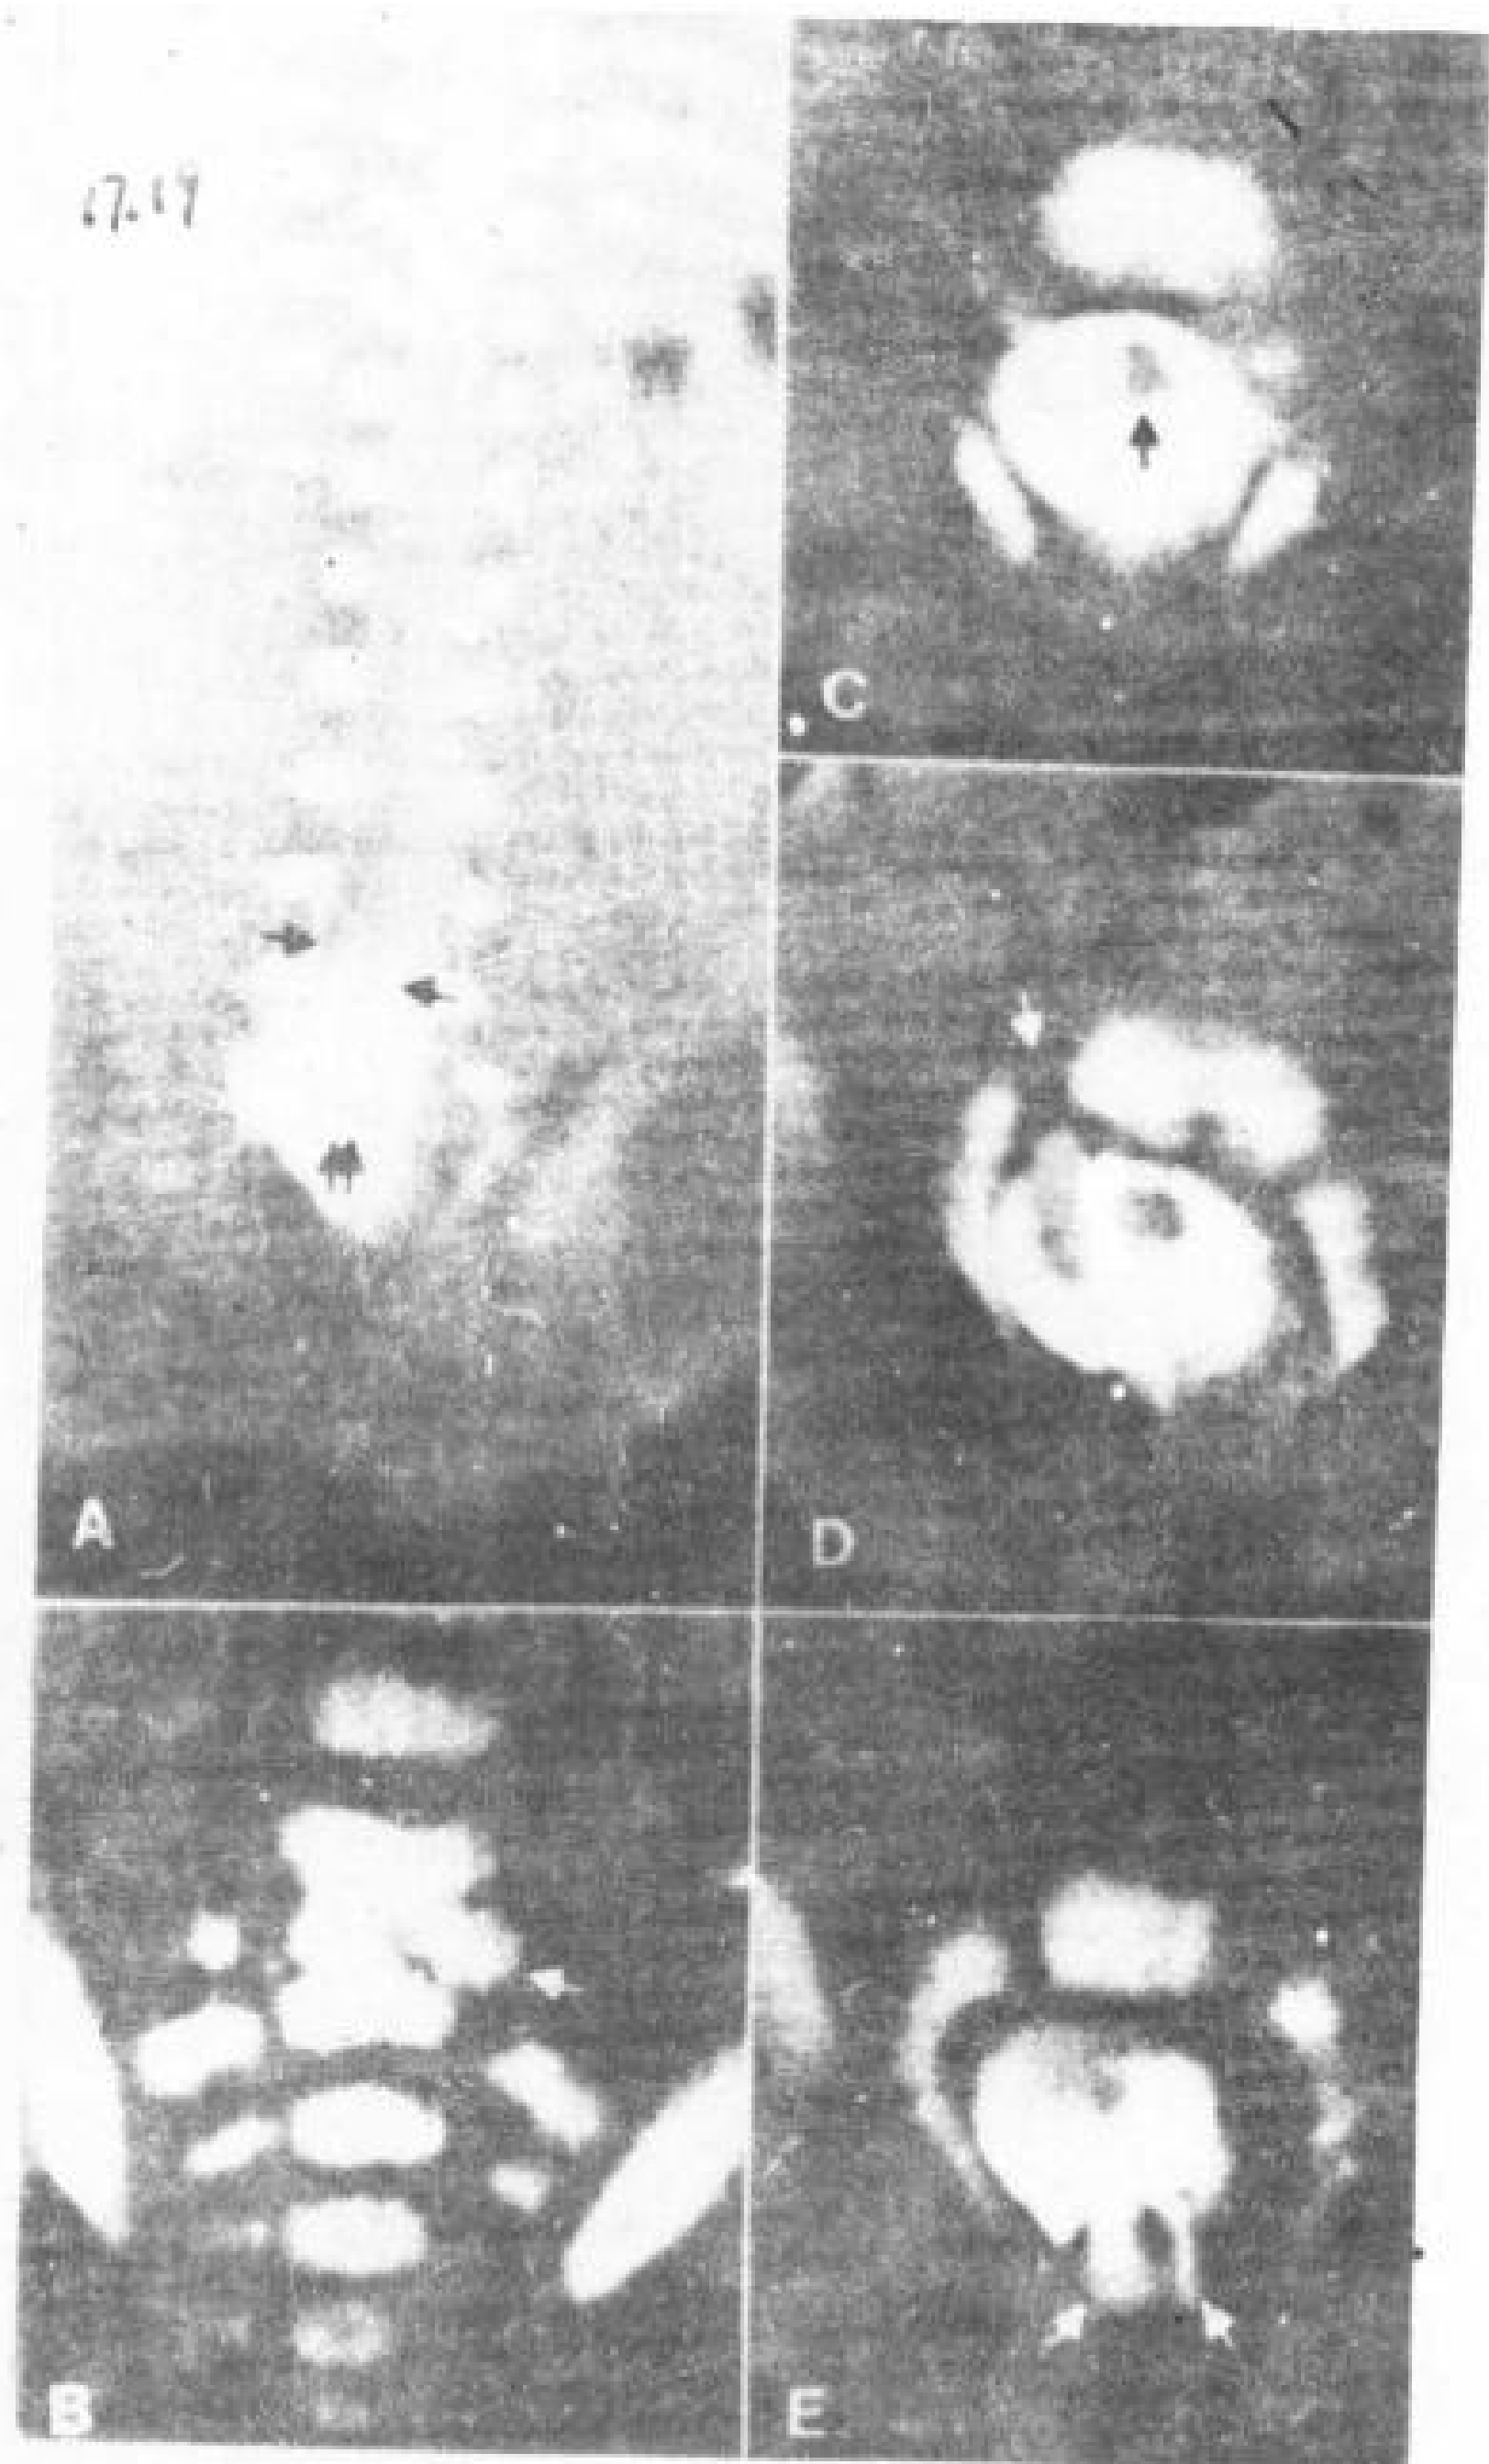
脊髓纵裂有两个硬膜和蛛网膜管和半脊髓。有前后贯通的脊柱裂。10岁男孩。CT脊髓造影。
